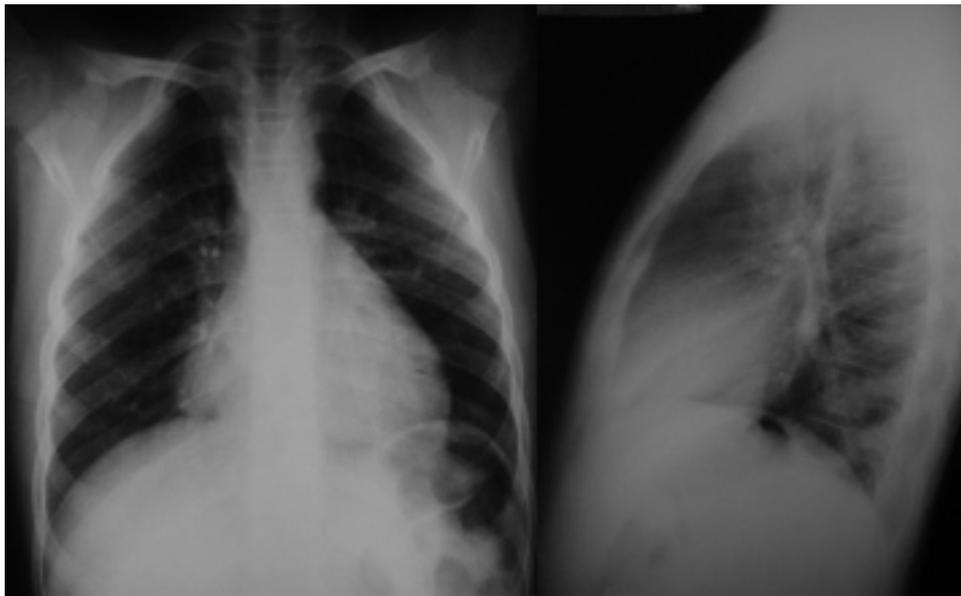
Radiografia de tórax nas incidências PA (A) e perfil (B) mostrando atelectasia do terço médio do pulmão direito.
